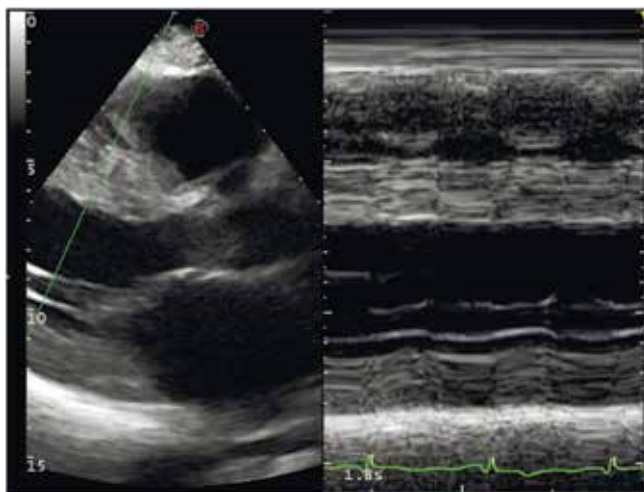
Эхокардиография больного П., парастеральная позиция длинной оси ЛЖ, М-эхограмма.
